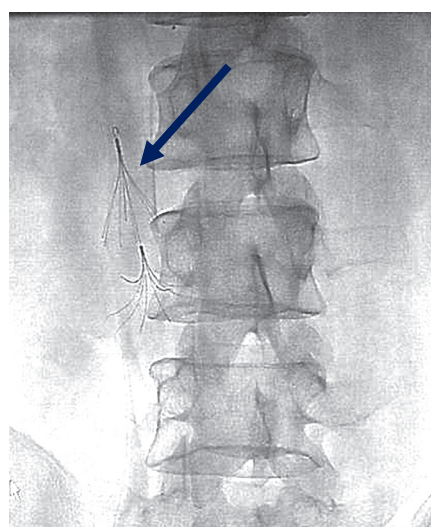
Рентгенограмма больных с имплантированным в НПВ КФ «TrapEase»
